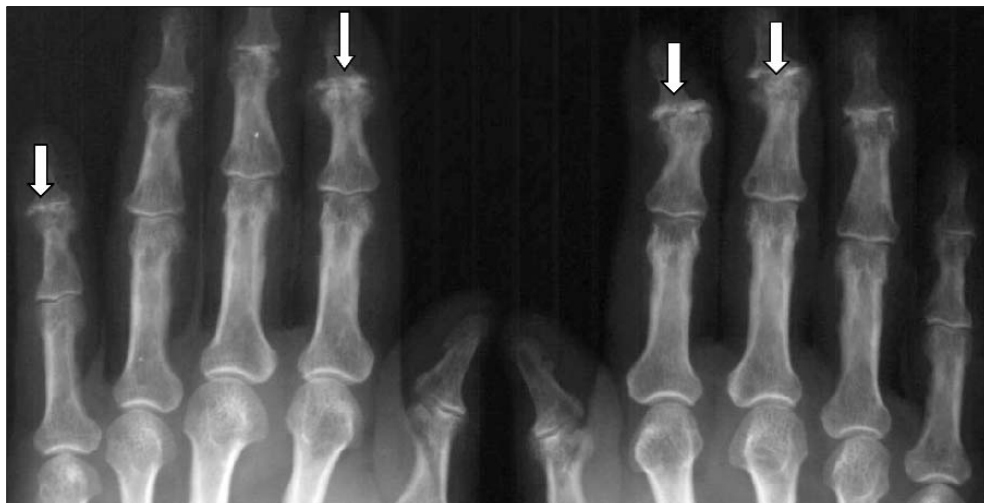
Фрагмент обзорной рентгенограммы кистей. Узелковая форма ОА. Эрозии поверхностей дистальных межфаланговых суставов кистей (стрелки)
